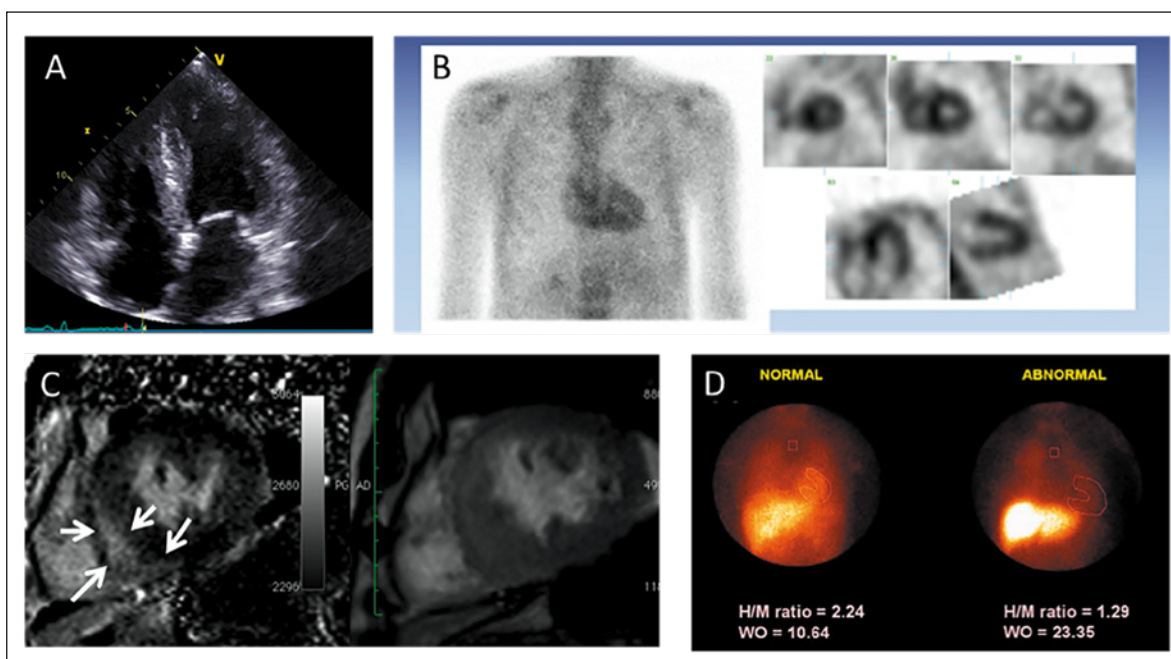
Imagerie multimodalité dans l'amylose cardiaque. A. échocardiographie retrouvant un aspect épais, infiltré et brillant du myocarde ; B. scintigraphie cardiaque au DPD montrant une fixation anormale du traceur dans l'aire cardiaque ; C. IRM cardiaque retrouvant une prise de contraste nodulaire (flèches) ; D. scintigraphie cardiaque au MIBG montrant sur l'examen anormal de droite une disparition de la fixation du traceur dans l'aire cardiaque
